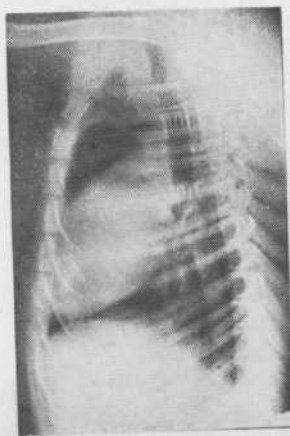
Опыт № 59-С. Рентгенограмма грудной клетки через 550 дней после операции. Видна область аллопластики, контуры трахеи и левого главного бронха ровные, сужения не наблюдается.
